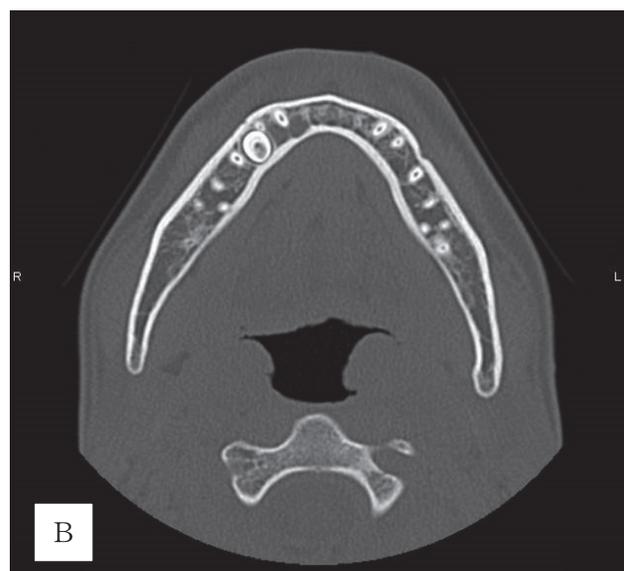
A(矢状断), B(軸位断) X 線 CT
